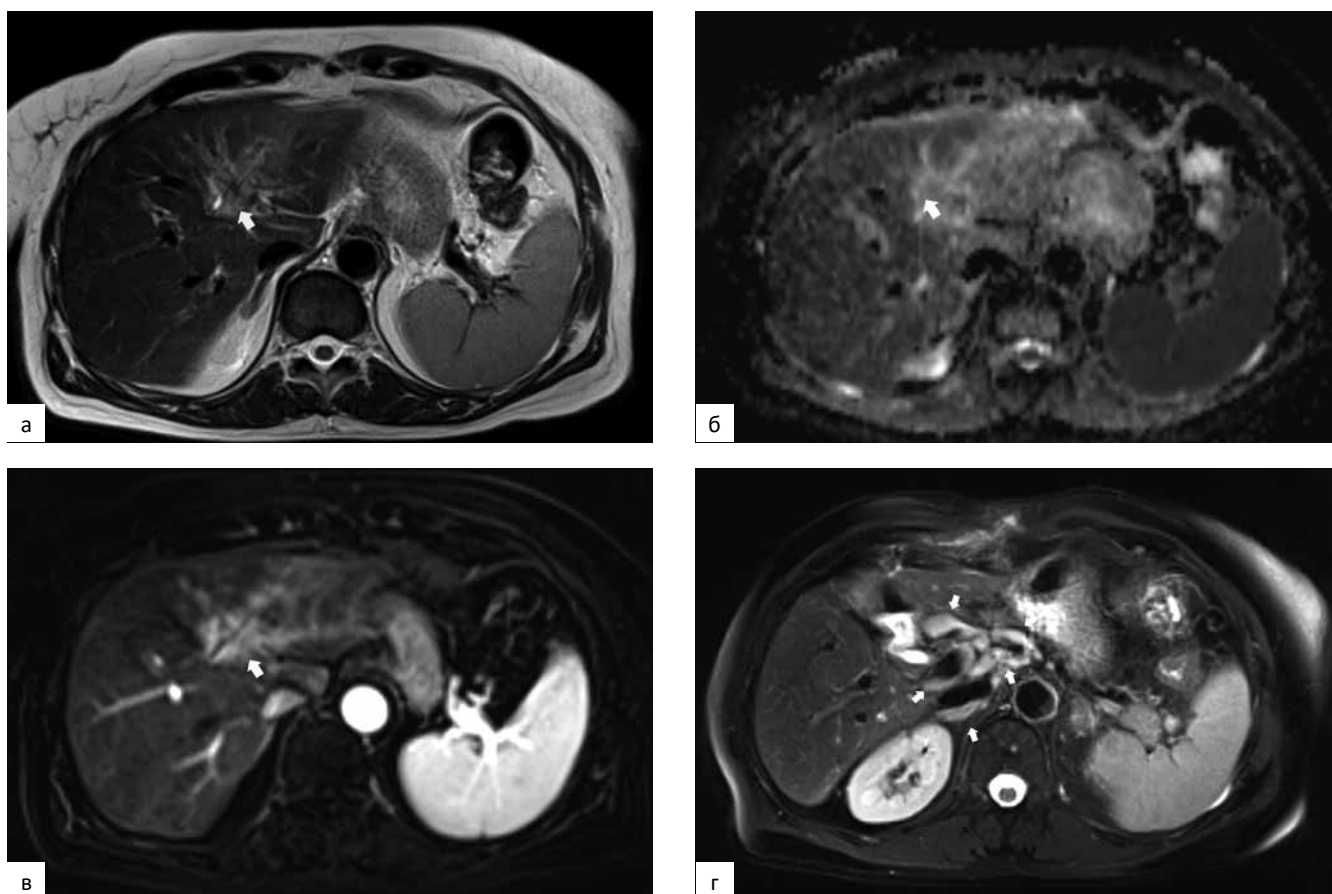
МРТ брюшной полости в аксиальной проекции 04.03.2020. В левой доле печени от области конfluence желчных протоков на периферию распространяется перидуктальный инфильтрат (а — T₂BLADE WI) с признаками ограничения свободной диффузии молекул воды (б — ИКД-карта), повышено накапливающий МРКС (в — постконтрастное T₁VIBE WI с субстракцией, артериальная фаза), по формальным МРТ-семиотическим признакам соответствующий перидуктально-инфильтративной форме холангиокарциномы (большая стрелка). В гепатодуоденальной и забрюшинной клетчатке определяются множественные увеличенные до 2,5 × 1,1 см лимфатические узлы (маленькие стрелки) с тенденцией к слиянию (г — T₂BLADE WI с подавлением сигнала от жировой ткани)
